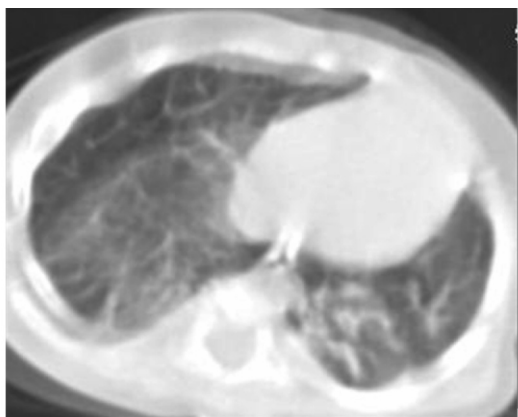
Хворий С., 6 діб. На комп'ютерній томограмі ОГК ознаки масивного крововилива в легені (симптом "матового скла")
